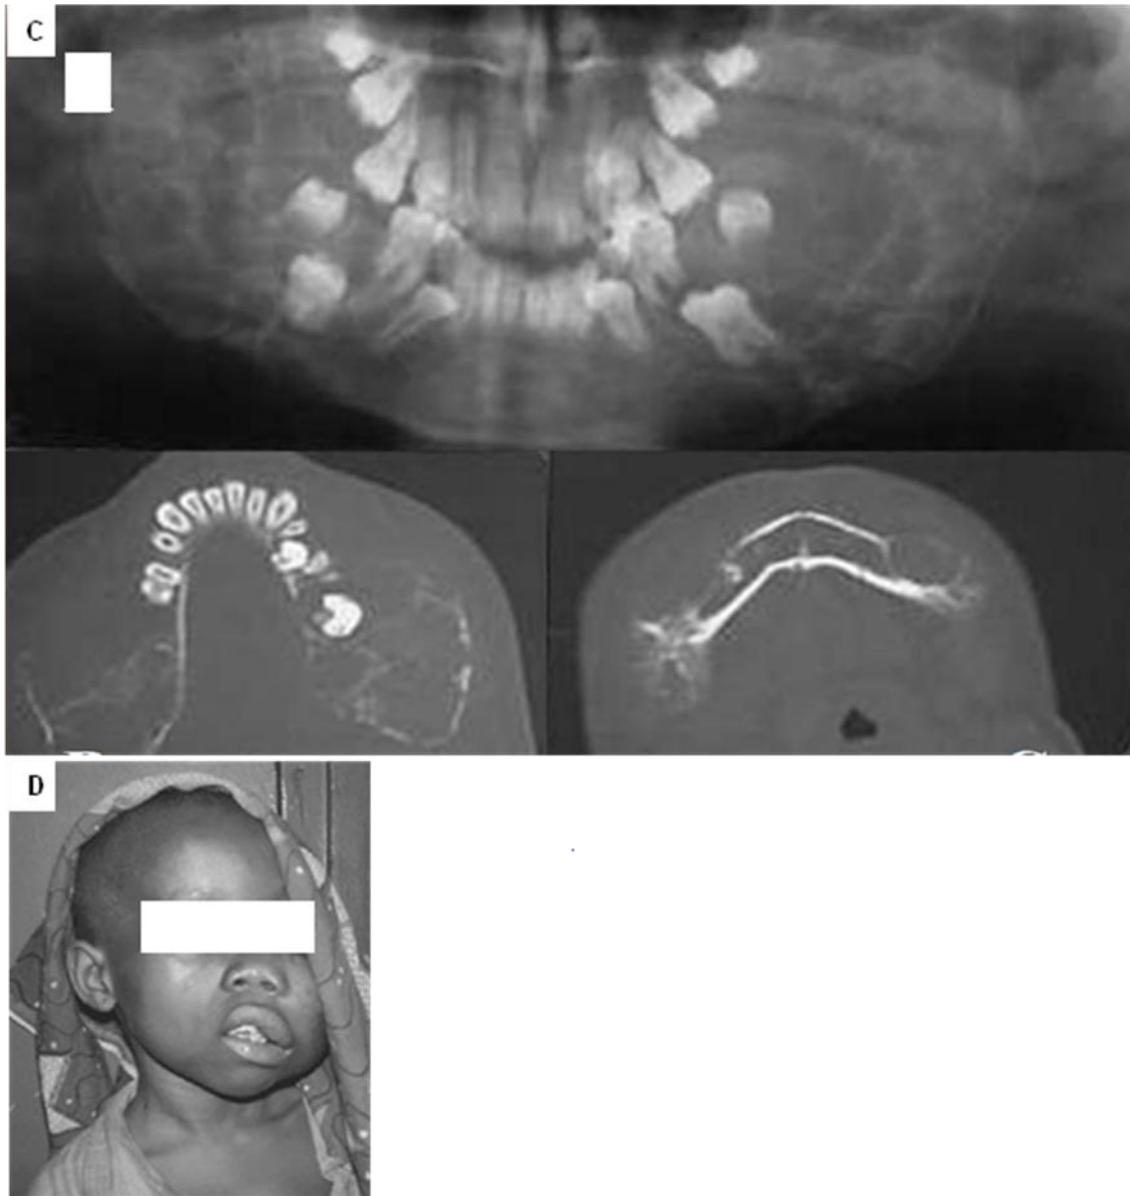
81. C. Radiografía panorámica, múltiples lesiones líticas expansivas, bilaterales, afectando a toda la mandíbula con desplazamiento de los dientes. TAC muestra gran expansión mandibular. D. Paciente con linfoma de Burkitt.
